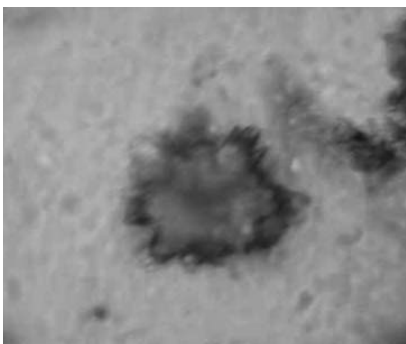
Фрагменти паренхіми, що містять друзи кальцію оксалату.
